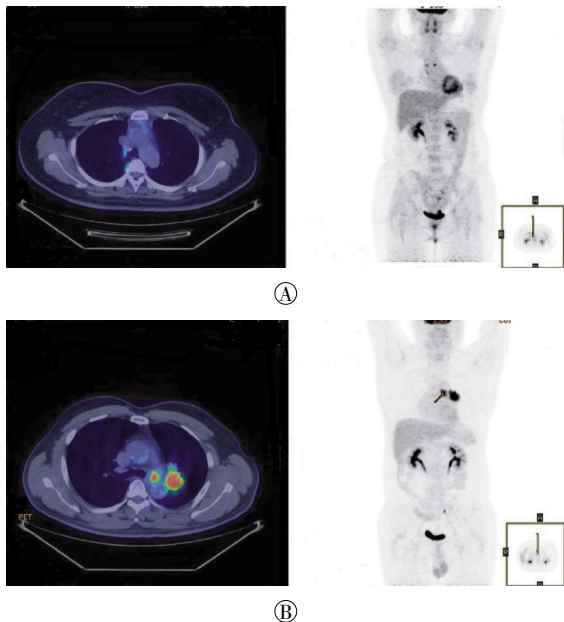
霍奇金淋巴瘤患者的PET/CT图像 图中, A: 女性, 37岁, 霍奇金淋巴瘤化疗6个周期, 其中4个周期后行降阶梯治疗, 治疗结束后4个月, 前纵隔淋巴结增大, ^{18}F -FDG摄取增高, Deauville评分3分, 判定为阳性; B: 男性, 60岁, 霍奇金淋巴瘤化疗6个周期, 22个月后发现左肺上叶结节、纵隔淋巴结肿大, ^{18}F -FDG摄取增高, 结合临床综合分析, Deauville评分X分。
